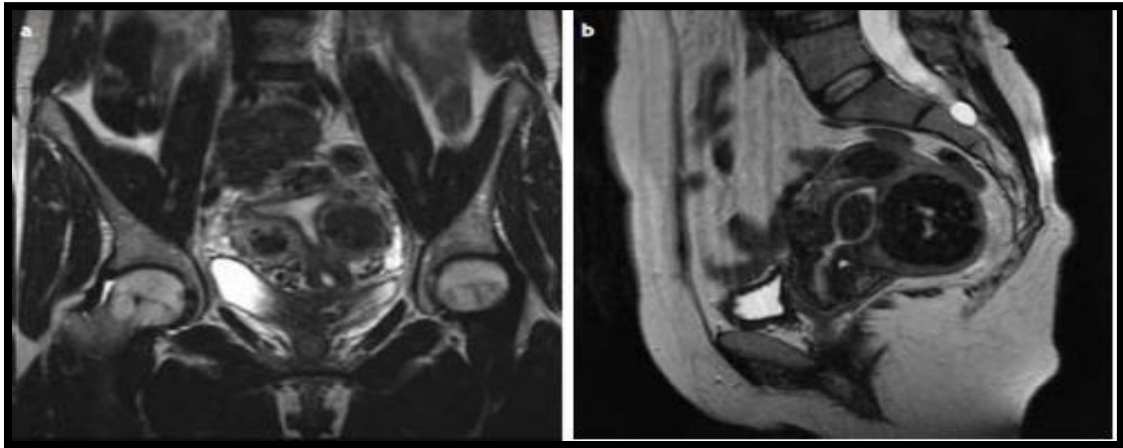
imagerie d'utérus polymyomateux, visualisation de l'endomètre en IRM. a) (cavité utérine peu déformée malgré les multiples fibromes. b) Petit fibrome sous muqueux et multiples fibromes interstitiels (18)
